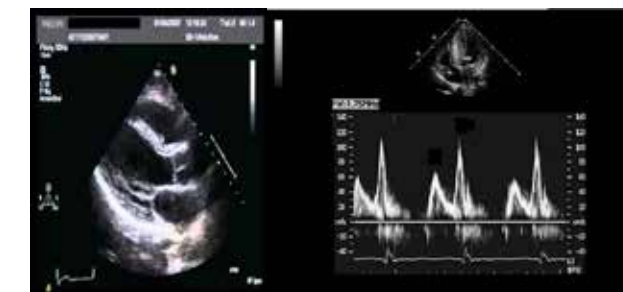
Ecocardiografie transtoracică: a) parasternal ax lung: hipertrofie SIV, b) apical 4 camere: Doppler pulsat: E/A < 1
